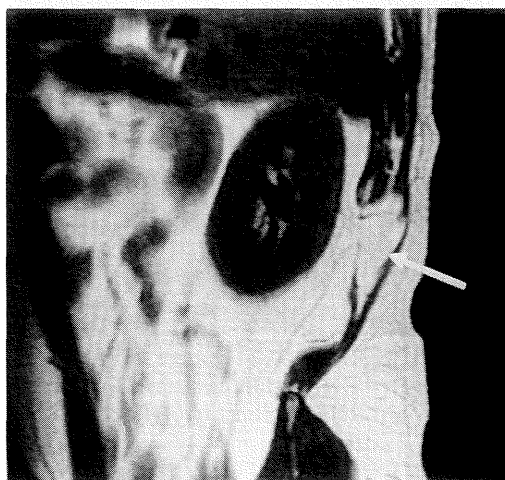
Abdominal MRI (T1-weighted enhanced, coronal obliquity) showed a prolapsed perirenal fatty tissue with Gerota fascia (arrow).
